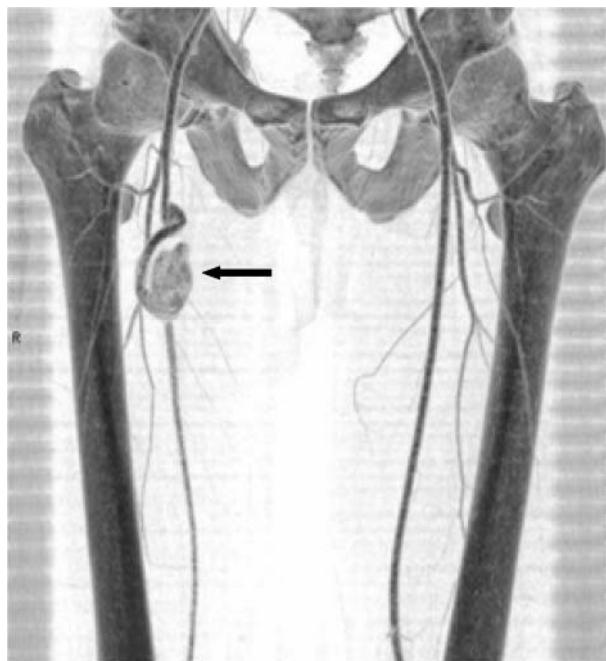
КТ-ангиограмма. Больной Д., 1974 г. р., и/б 24061. Ложная аневризма правой бедренной артерии
